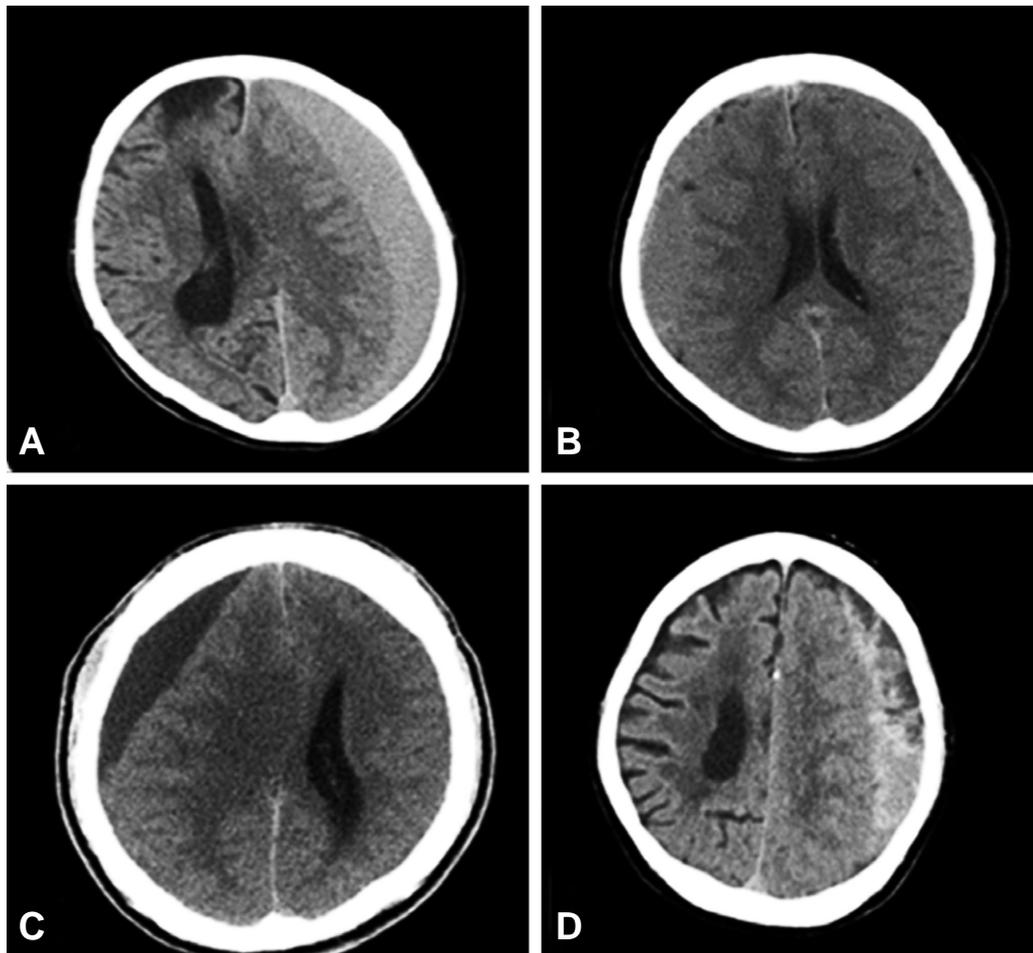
Chronic subdural hematoma is classified according to its density on brain CT scans. (A) Hyper-density type. (B) Iso-density type. (C) Hypo-density type. (D) Mixed-density type.
